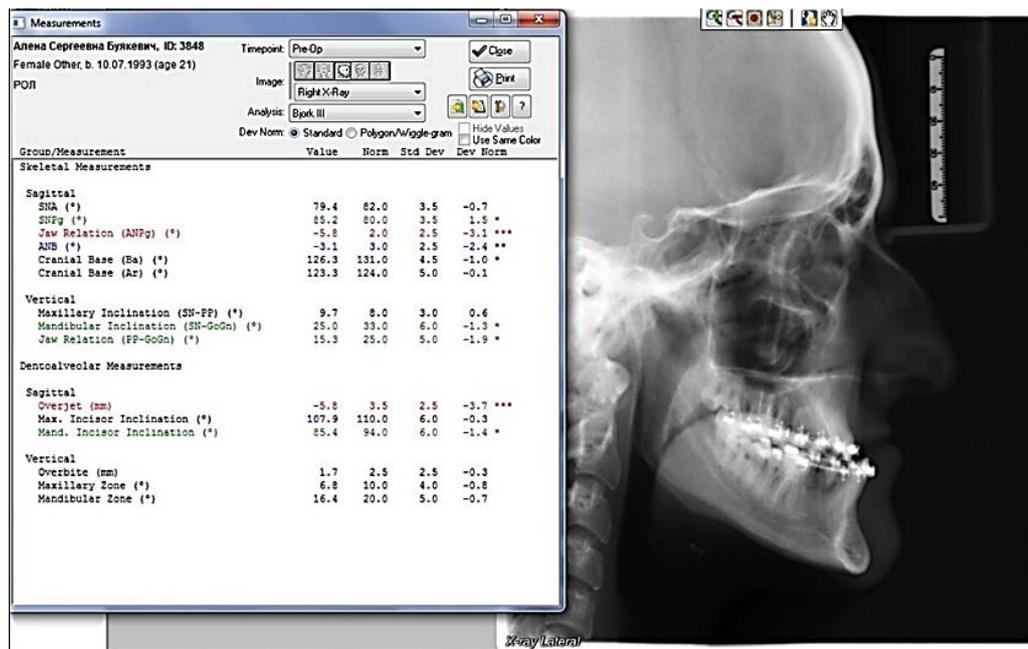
Анализ боковой телерентгенограммы головы пациентки Б. на этапе предоперационной подготовки с использованием программного обеспечения «Dolphin Imaging» (США)
